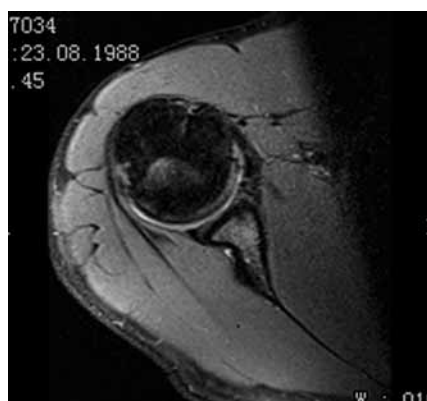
МРТ исследование без введения контрастного вещества, поперечное сканирование пациента О.
